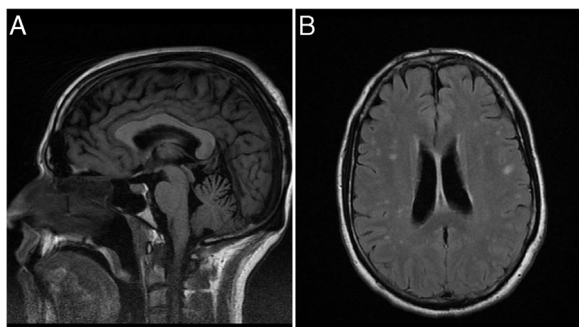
Resonancia magnética craneal: A) Atrofia vermis cerebeloso superior en T1. B) Imágenes hiperintensas en T2 FLAIR.
